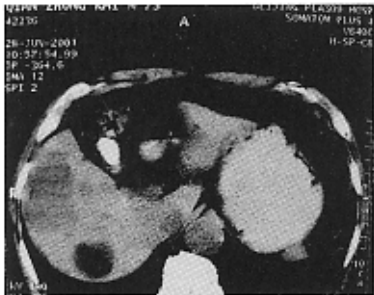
治疗前 CT 示肝右叶 7 cm $\times$ 9 cm 肝癌
